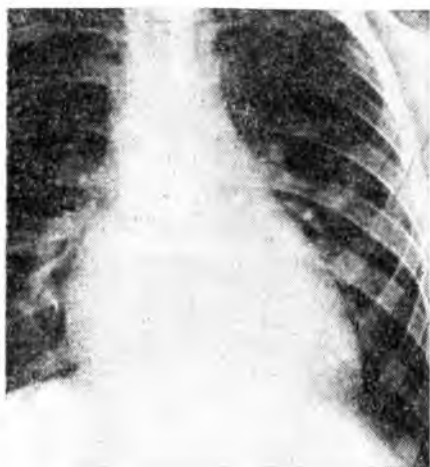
Рентгенограмма грудной клетки при дефекте межпредсердной перегородки
